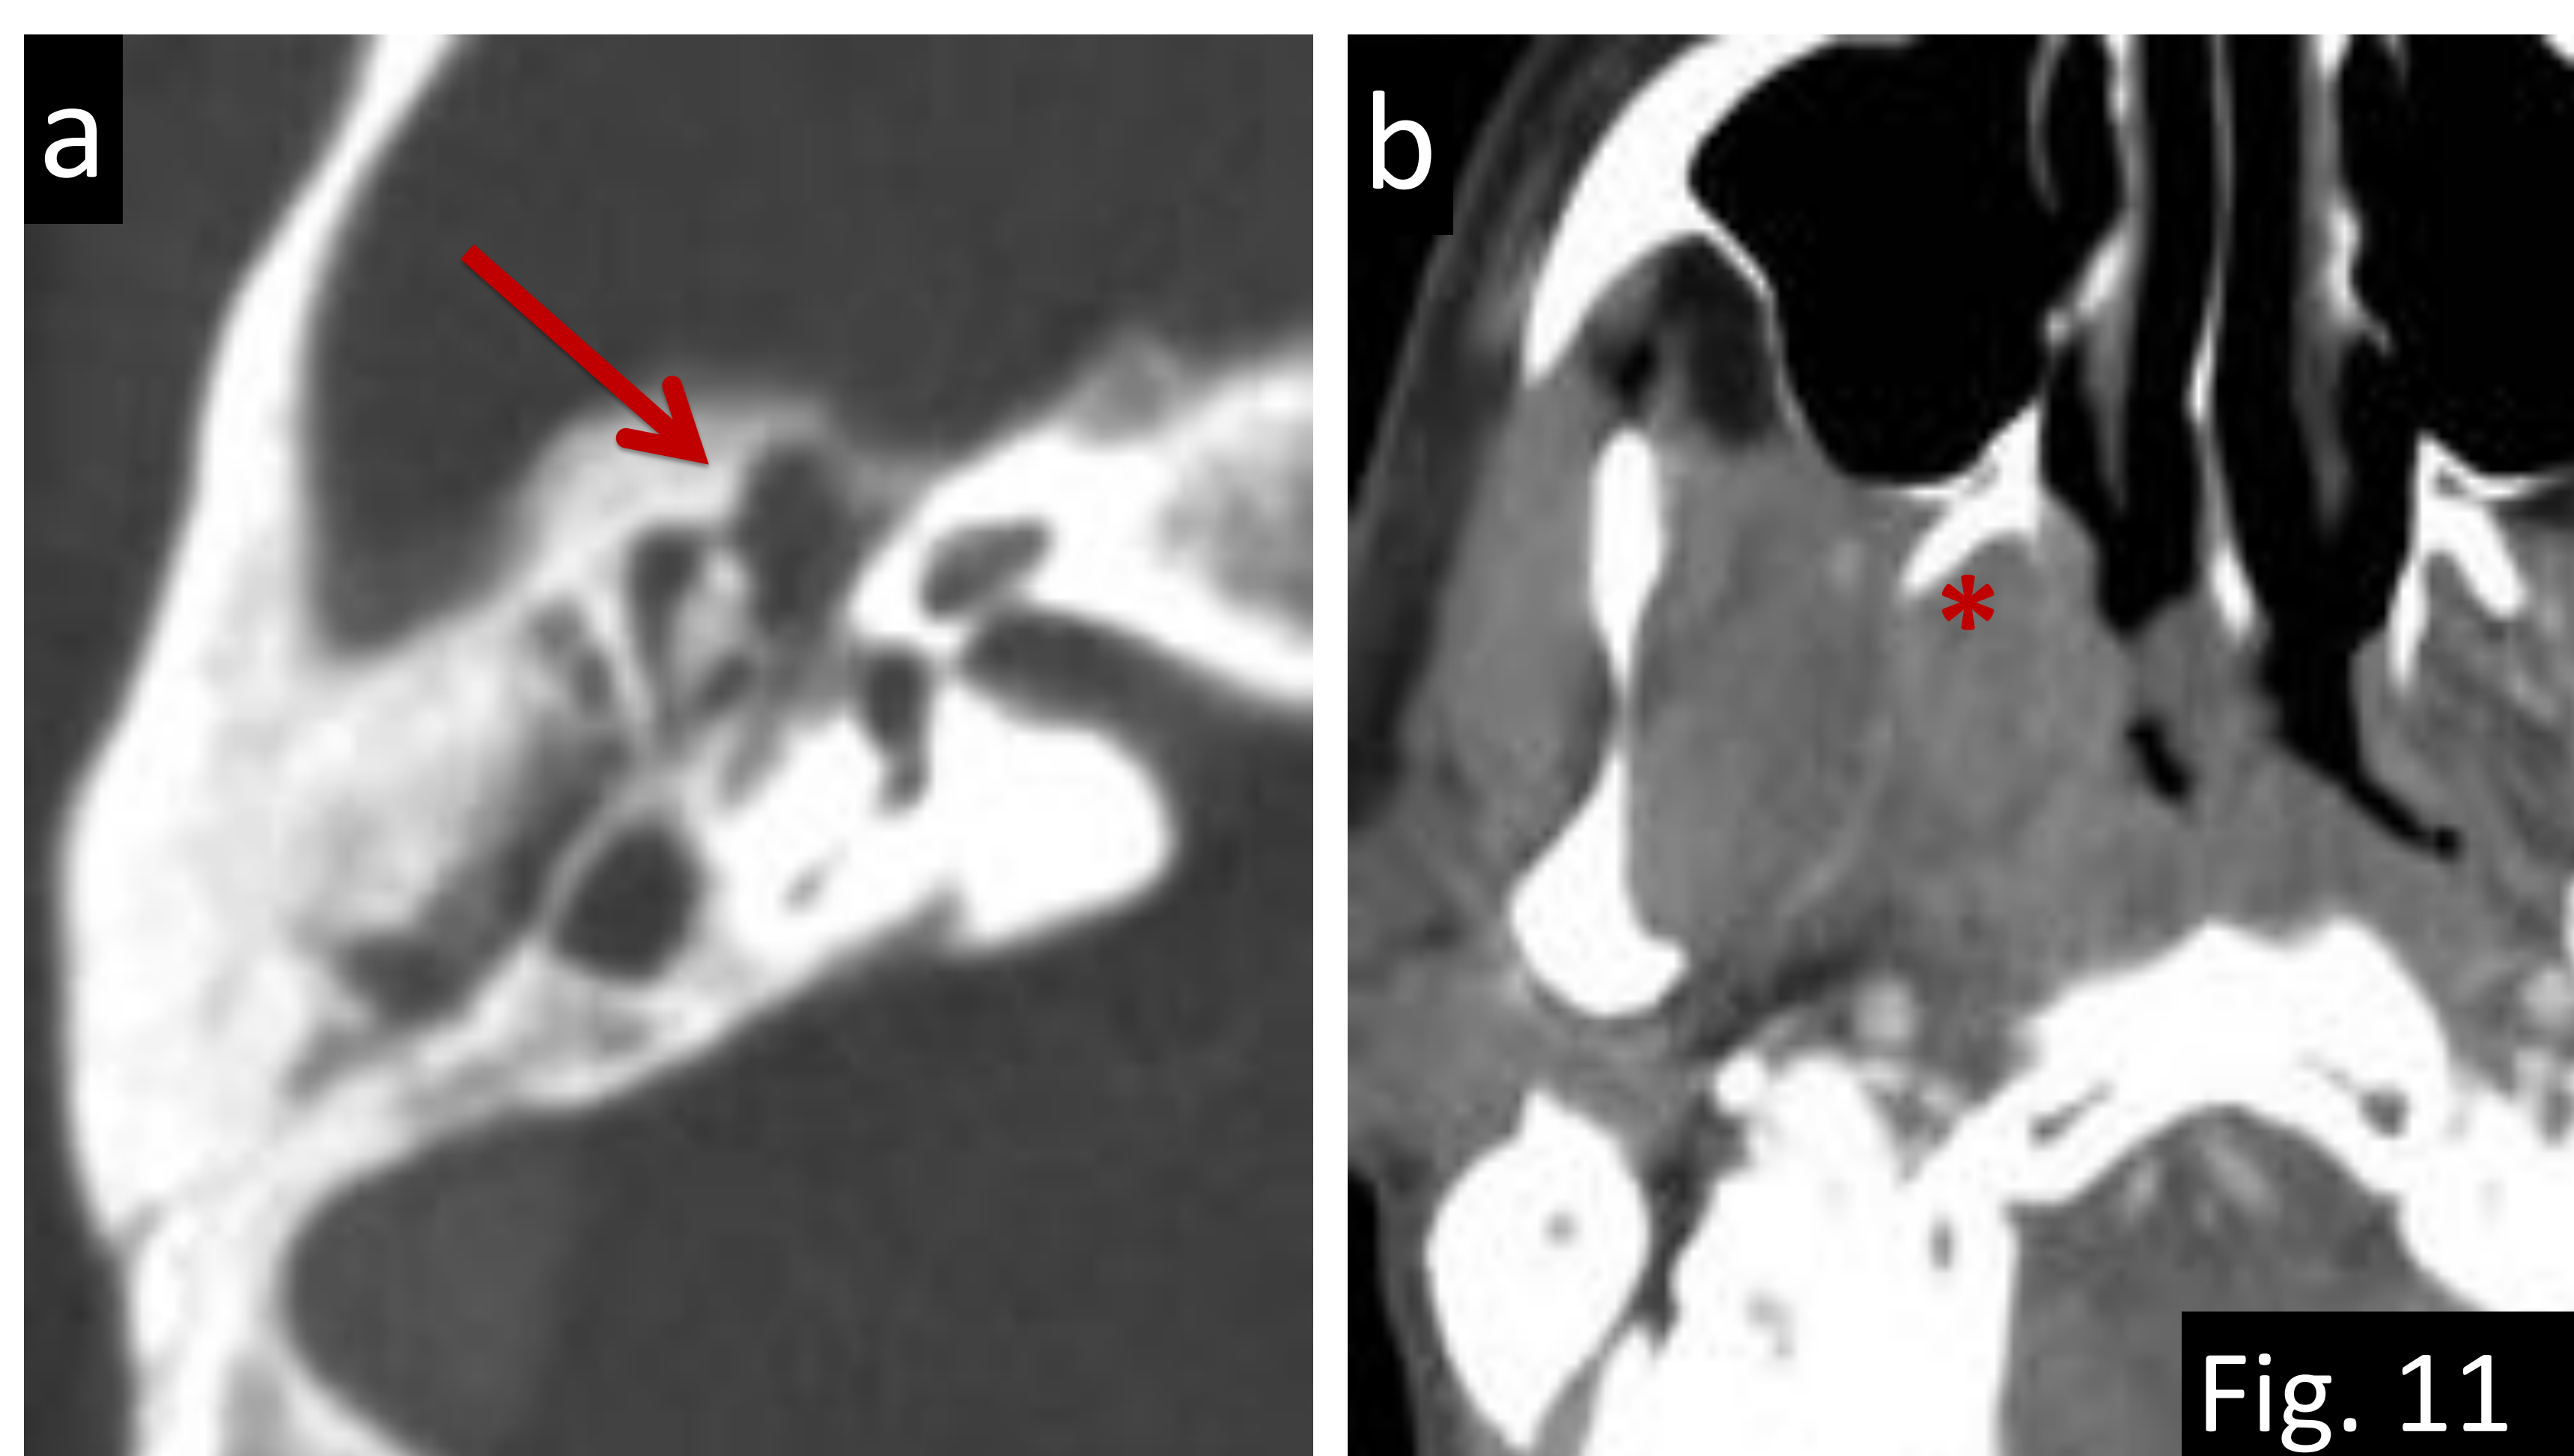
Ejemplo de error de percepción (historia) en paciente de 43 años de edad con adenopatías cervicales. a) TC axial con ventana hueso: ocupación del oído medio derecho (flecha) y en b) TC axial sin CIV: masa de tejidos blandos en la fosa derecha de Rosenmüller sugerente de carcinoma nasofaríngeo (asterisco). Referencias: Departamento de Radiología Hospital Severo Ochoa, Madrid. España 2018.
